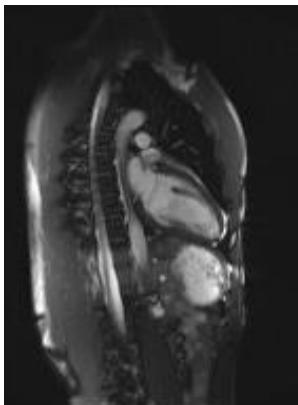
IRM Ciné (tirée de: Gathide, 2010)
